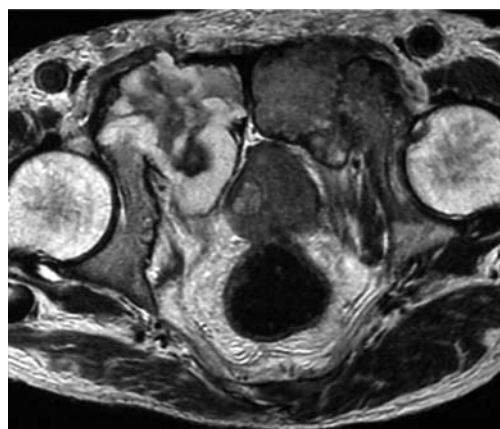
The MRI (T2 and DWI) showed prostate cancer and bone metastasis in pubic bone.
